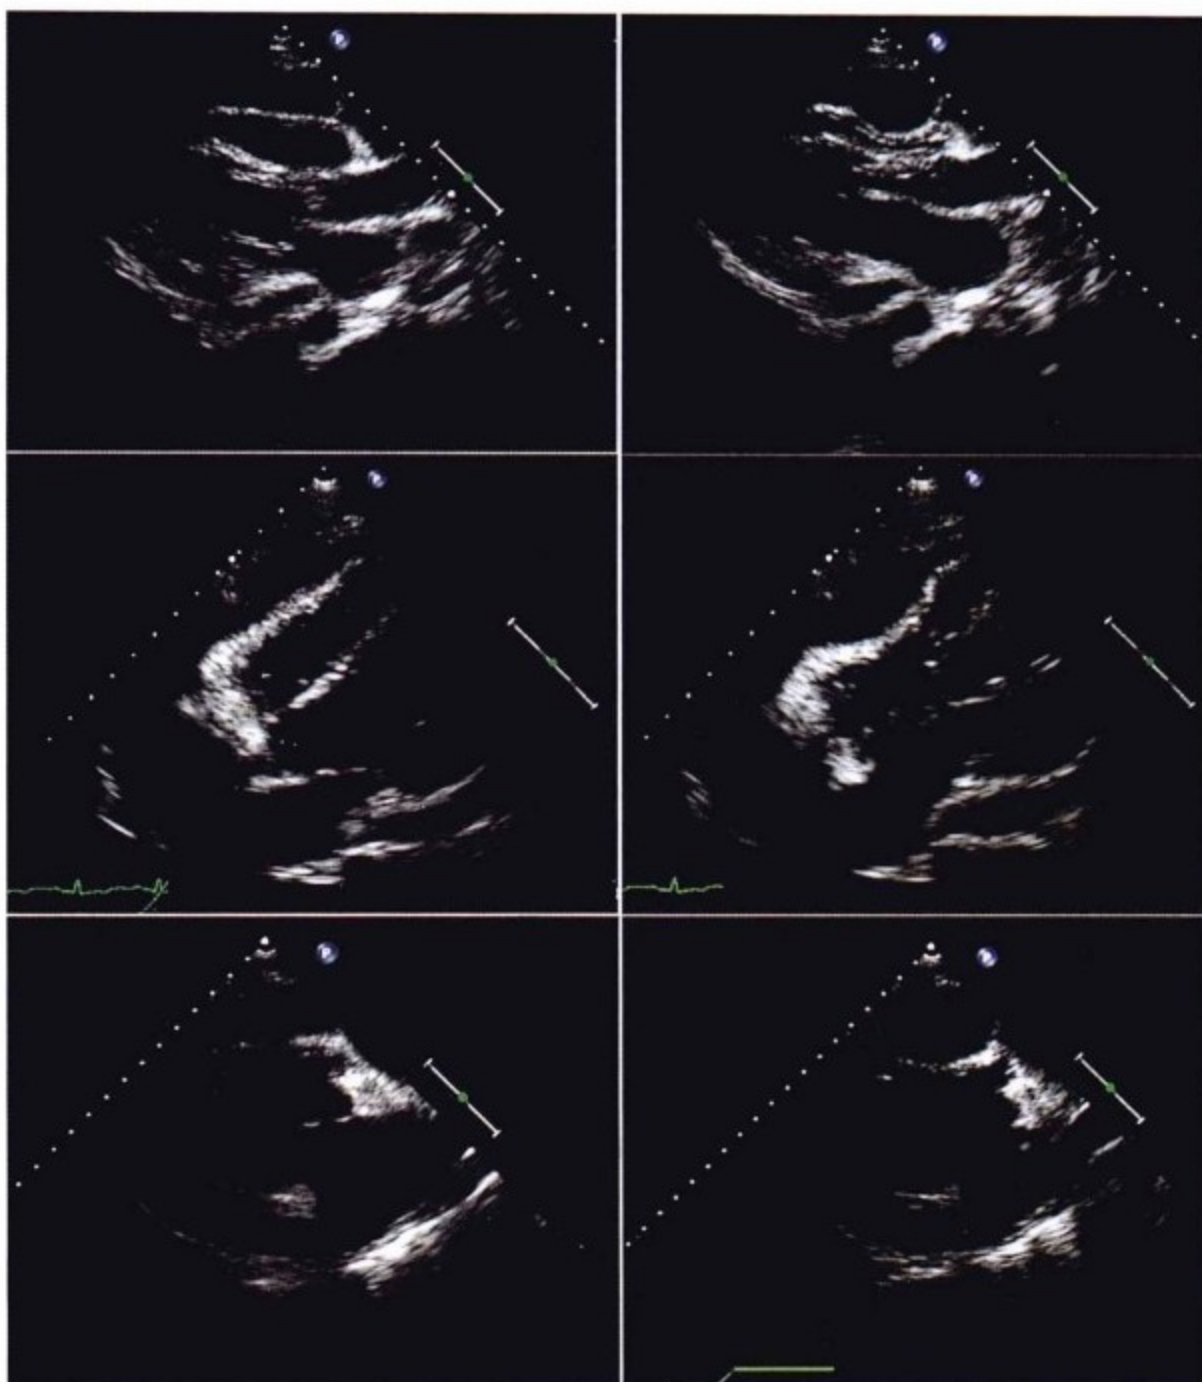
经胸超声心动图。上图为胸骨旁长轴位图像,左侧为收缩期,右侧为舒张期。心脏前方较后方可见更明显的心包积液,并见纤维束。舒张期可见右室流出道塌陷。中图为离轴心尖四腔位图像,左侧为收缩期,右侧为舒张期。舒张期可见右室游离壁明显塌陷。下图为收缩期(左侧)和舒张期(右侧)右室流出道图像,可见舒张期右室前方游离壁明显塌陷。
